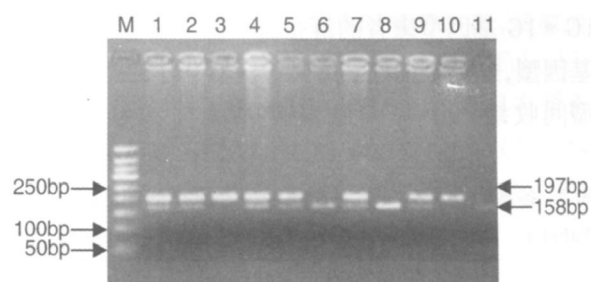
MDR1 C3435T PCR-RFLP 的电泳图 M 为 DNA 分子量标记, 3, 10 为 MDR1 TT 基因型, 1, 2, 4, 5, 7, 8, 9 为 TC 基因型, 6, 8, 11 为 CC 基因型。
